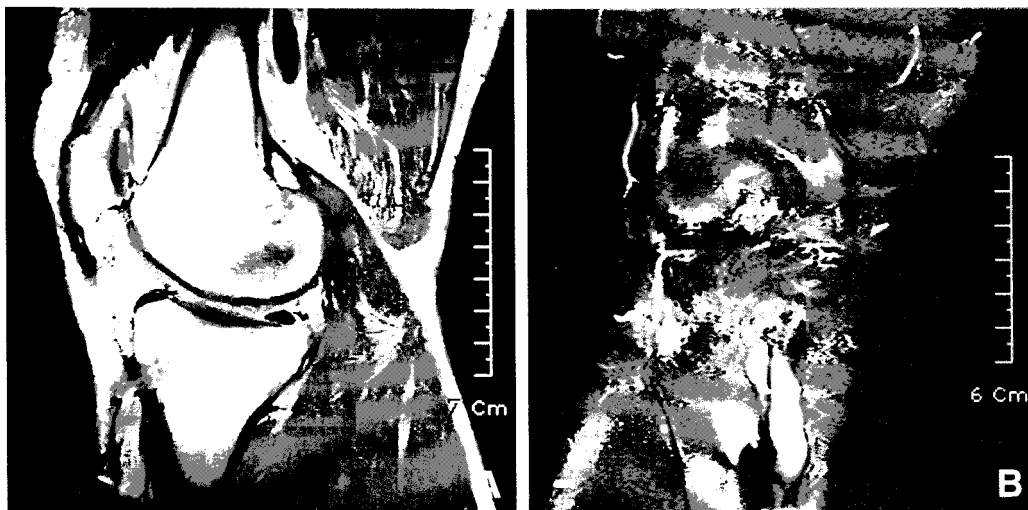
MRI shows expansion of the tibial tunnel. (A) T1-weighted Sagittal image shows low signal intensity of the cyst distal to the tibial tunnel. (B) T2-weighted Coronal image shows high signal intensity of the cyst.
